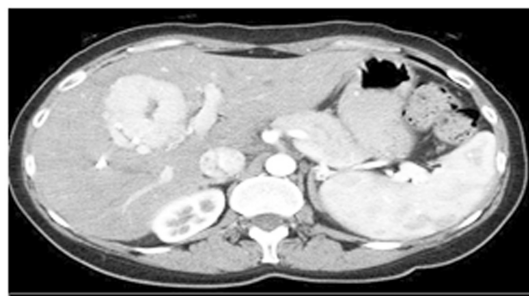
Examen CT, achiziție spirală bifazică, faza arterială. În segmentul IV se evidențiază o leziune intens iodofilă în timp arterial, prezentând central o zonă hipodensă – „cicatrice”: hiperplazie nodulară focală.
